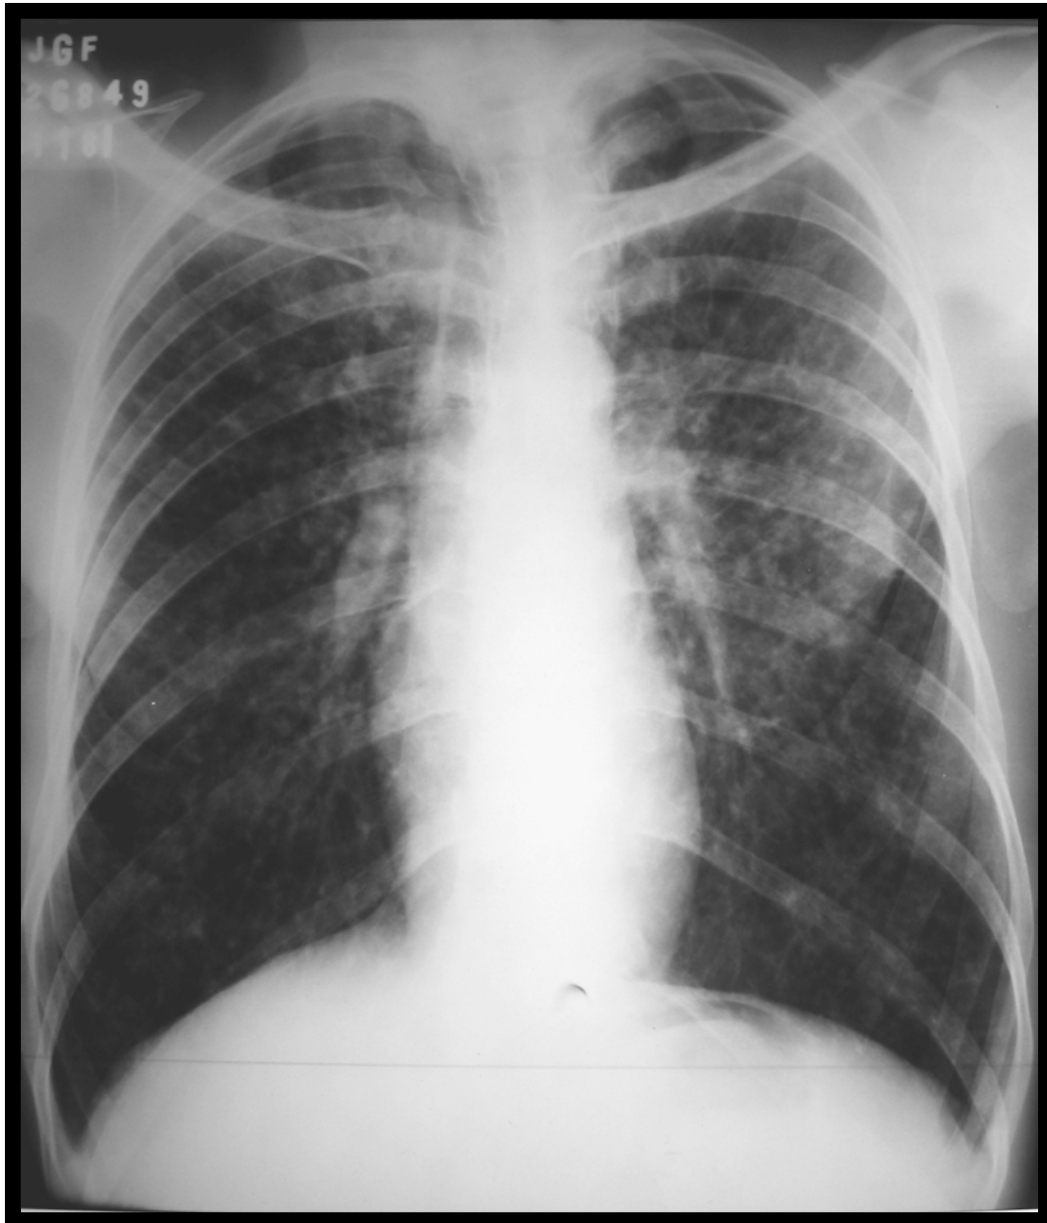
Caso #15, paciente J.F.F., masculino, 42 anos; telerradiografia de tórax em pósterio-anterior. Padrão nodular-cavitário-fibrótico.
